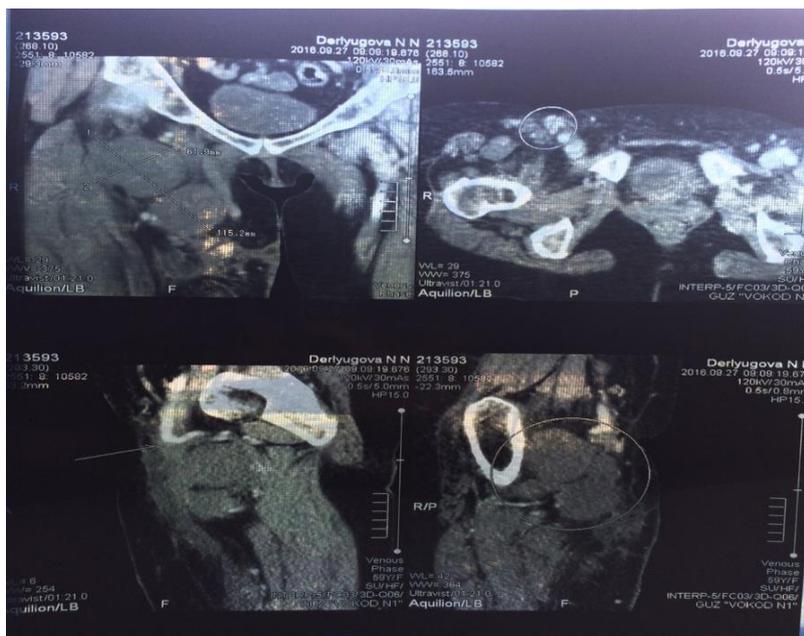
КТ визуализация второго рецидива опухоли.
